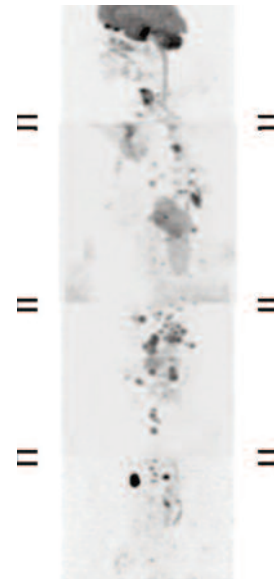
Immagine DWI whole-body. Marcata restrizione della diffusività in sede glottica. Presenza di multiple alterazioni scheletriche di diffusione.
